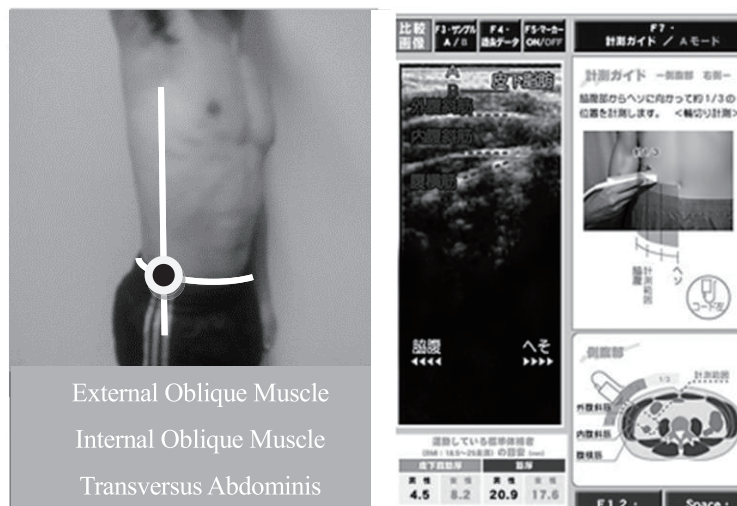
The ultrasound imaging (GT-101, TANITA)
